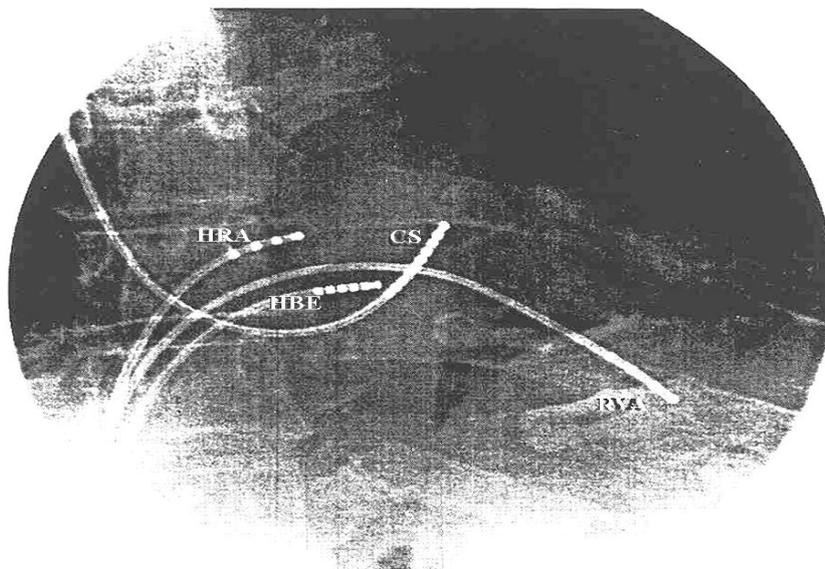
Вид электродов для ЭФИ под рентгеновским контролем
